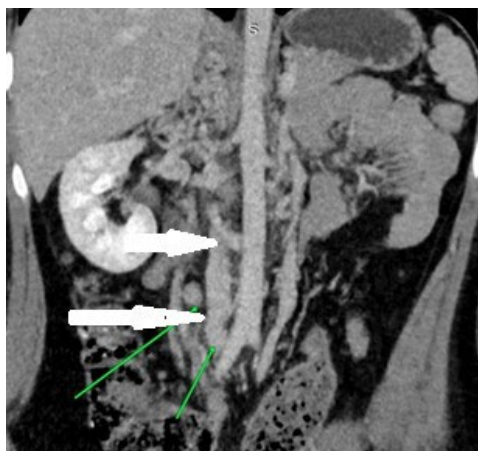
КТ-флебограмма: отсутствует НПВ. Вместо НПВ – вена (указана стрелками), образовавшаяся из сегментов левой наружной подвздошной вены и впадающая в паравертебральные вены
